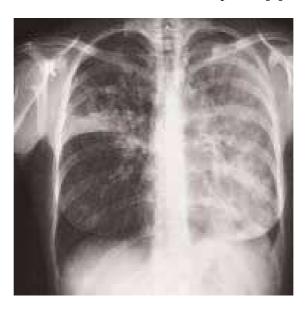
Radiographie montrant une pneumonie lobaire bilatérale étendue : pneumonie à mycoplasme [10]
